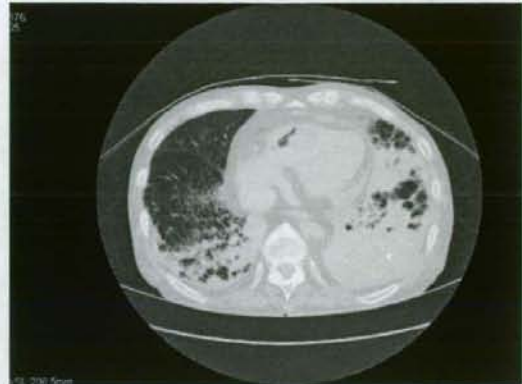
死後 CT 像。左右肺背側優位に肺炎像が見られる。
